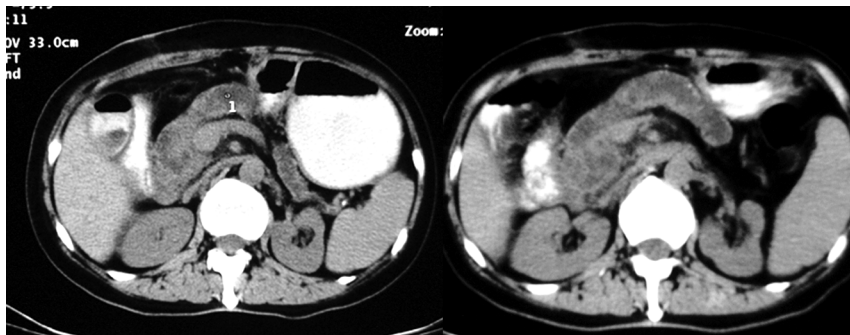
胰腺癌胆囊-空肠吻合术后,CT 口服对比剂进入胆囊内,胰头区肿块,胰管扩张
